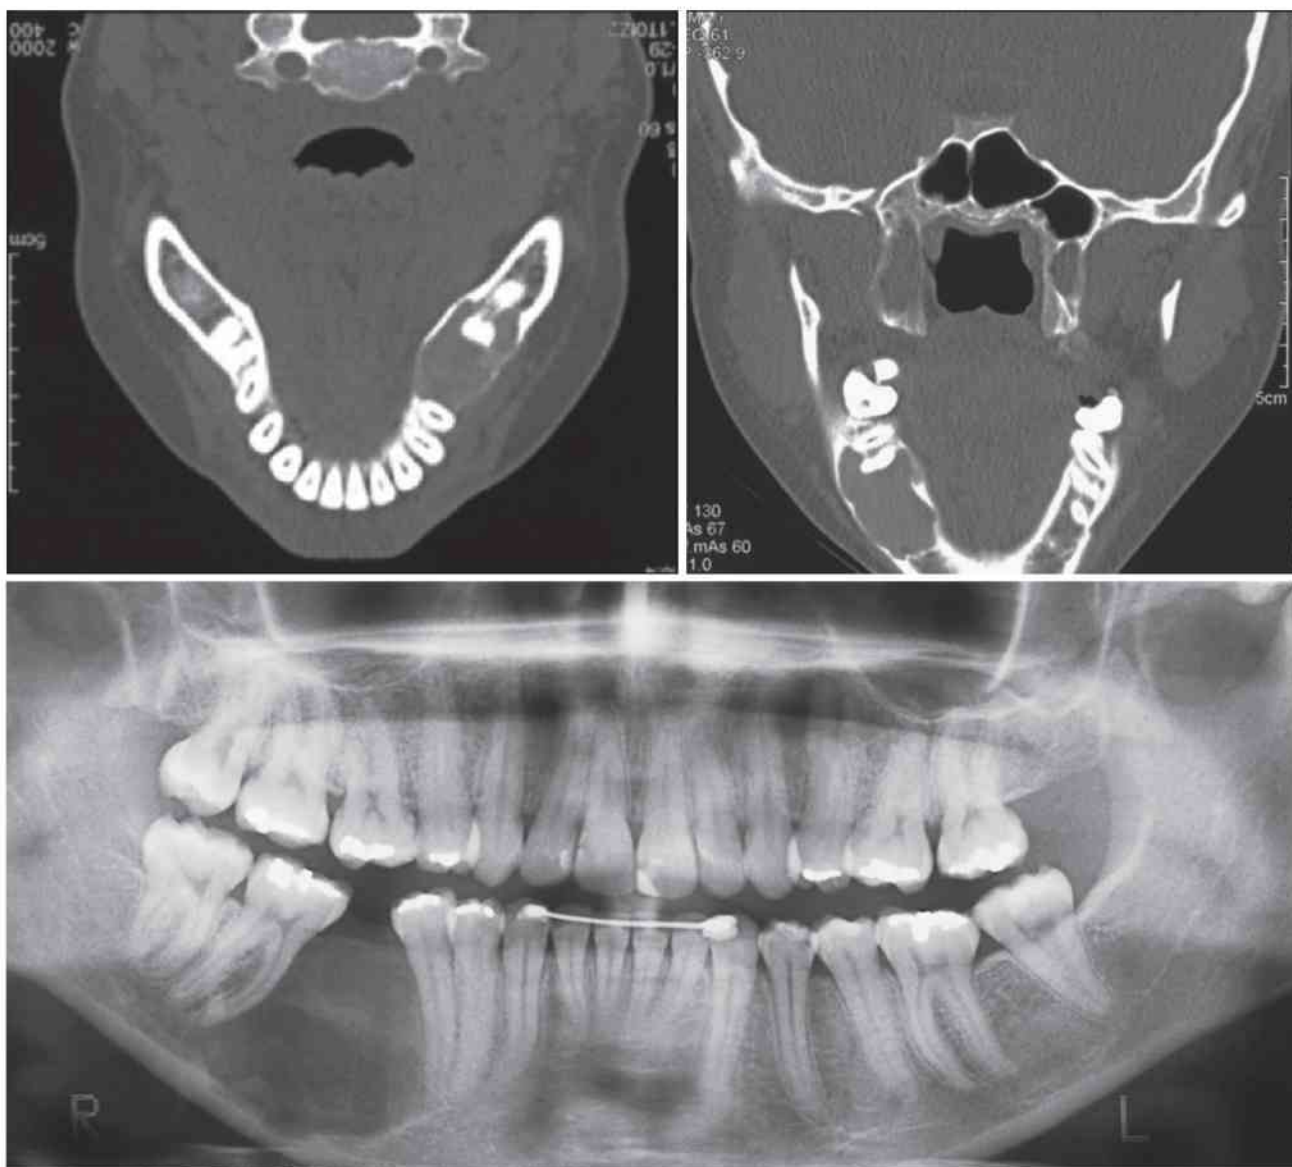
Tomografia computadorizada e radiografia panorâmica pré-operatórias: uma área radiolúcida unilocular causando deslocamento dentário e expansão óssea na região do corpo mandibular direito.
